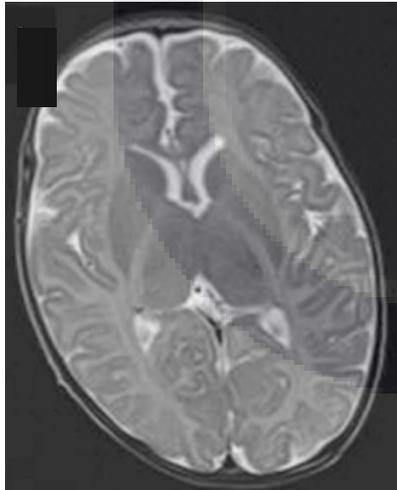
Se observa una resonancia magnética de encéfalo en T2 que muestra un incremento de difuso en la sustancia blanca. Tomada de Ueda A, Shimbo H, Yada Y, Koike Y, Yamagata T, Osaka H. Pelizaeus-Merzbacher disease can be a differential diagnosis in males presenting with severe neonatal respiratory distress and hypotonia. Hum Genome Var. 2018 Mar 29;5(1):18013.
